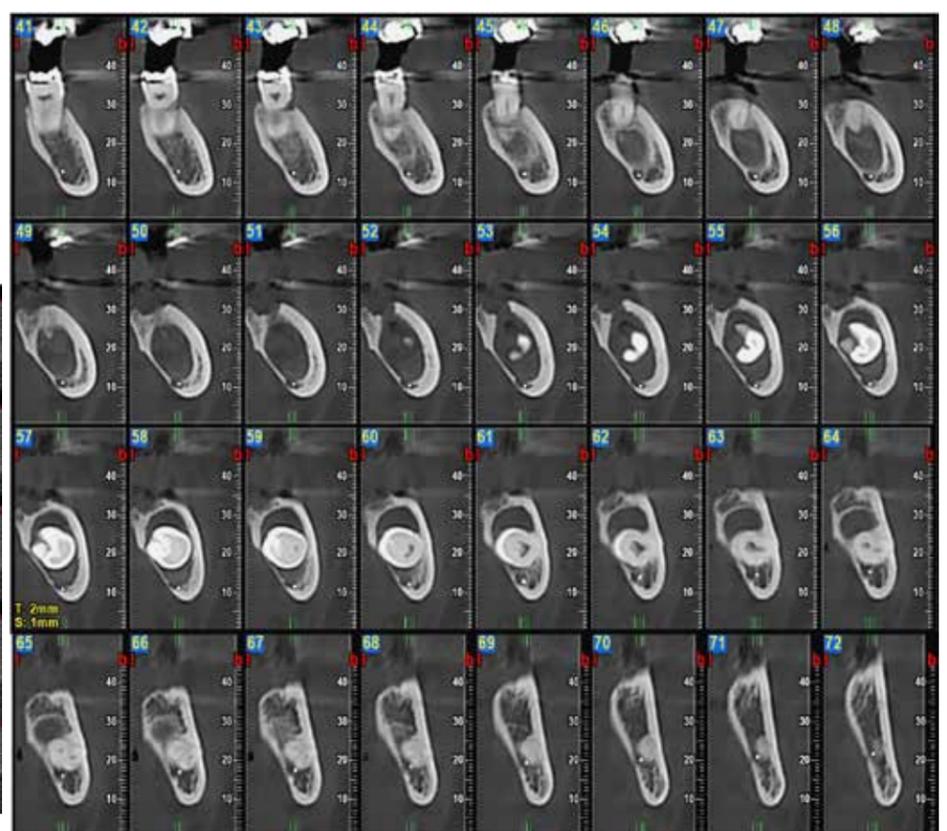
Esame CBCT ricostruzioni radiati o Cross. La cisti follicolare assottiglia nettamente la corticale linguale, che non appare discontinuata né significativamente respinta. Usura del contorno osseo superiore del canale mandibolare sinistro, verosimilmente respinto inferiormente.
